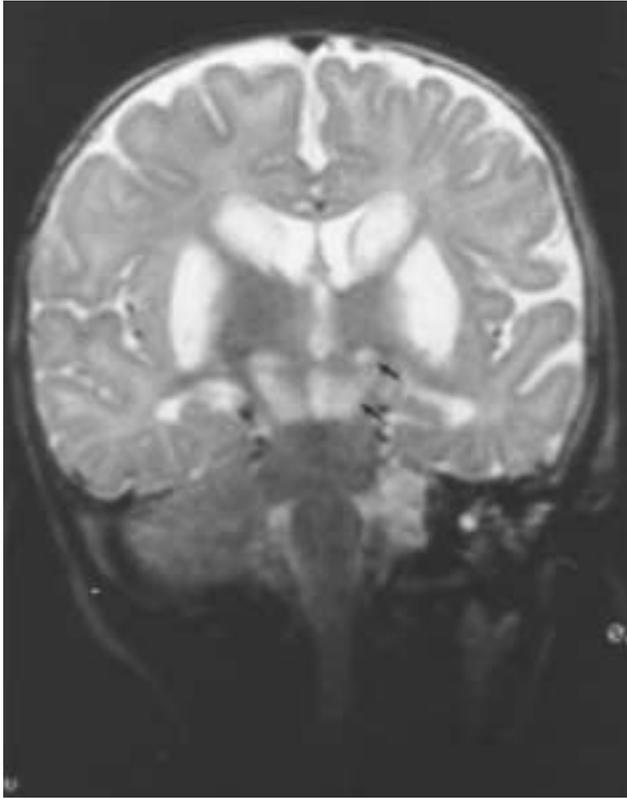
Estudio de imagen cerebral por resonancia magnética (sección coronal, potenciada en T2): lesiones de hiperseñal en ambos núcleos caudados y putámenes; se pueden apreciar lesiones similares en ambos núcleos subtalámicos y sustancia negra (flechas).
